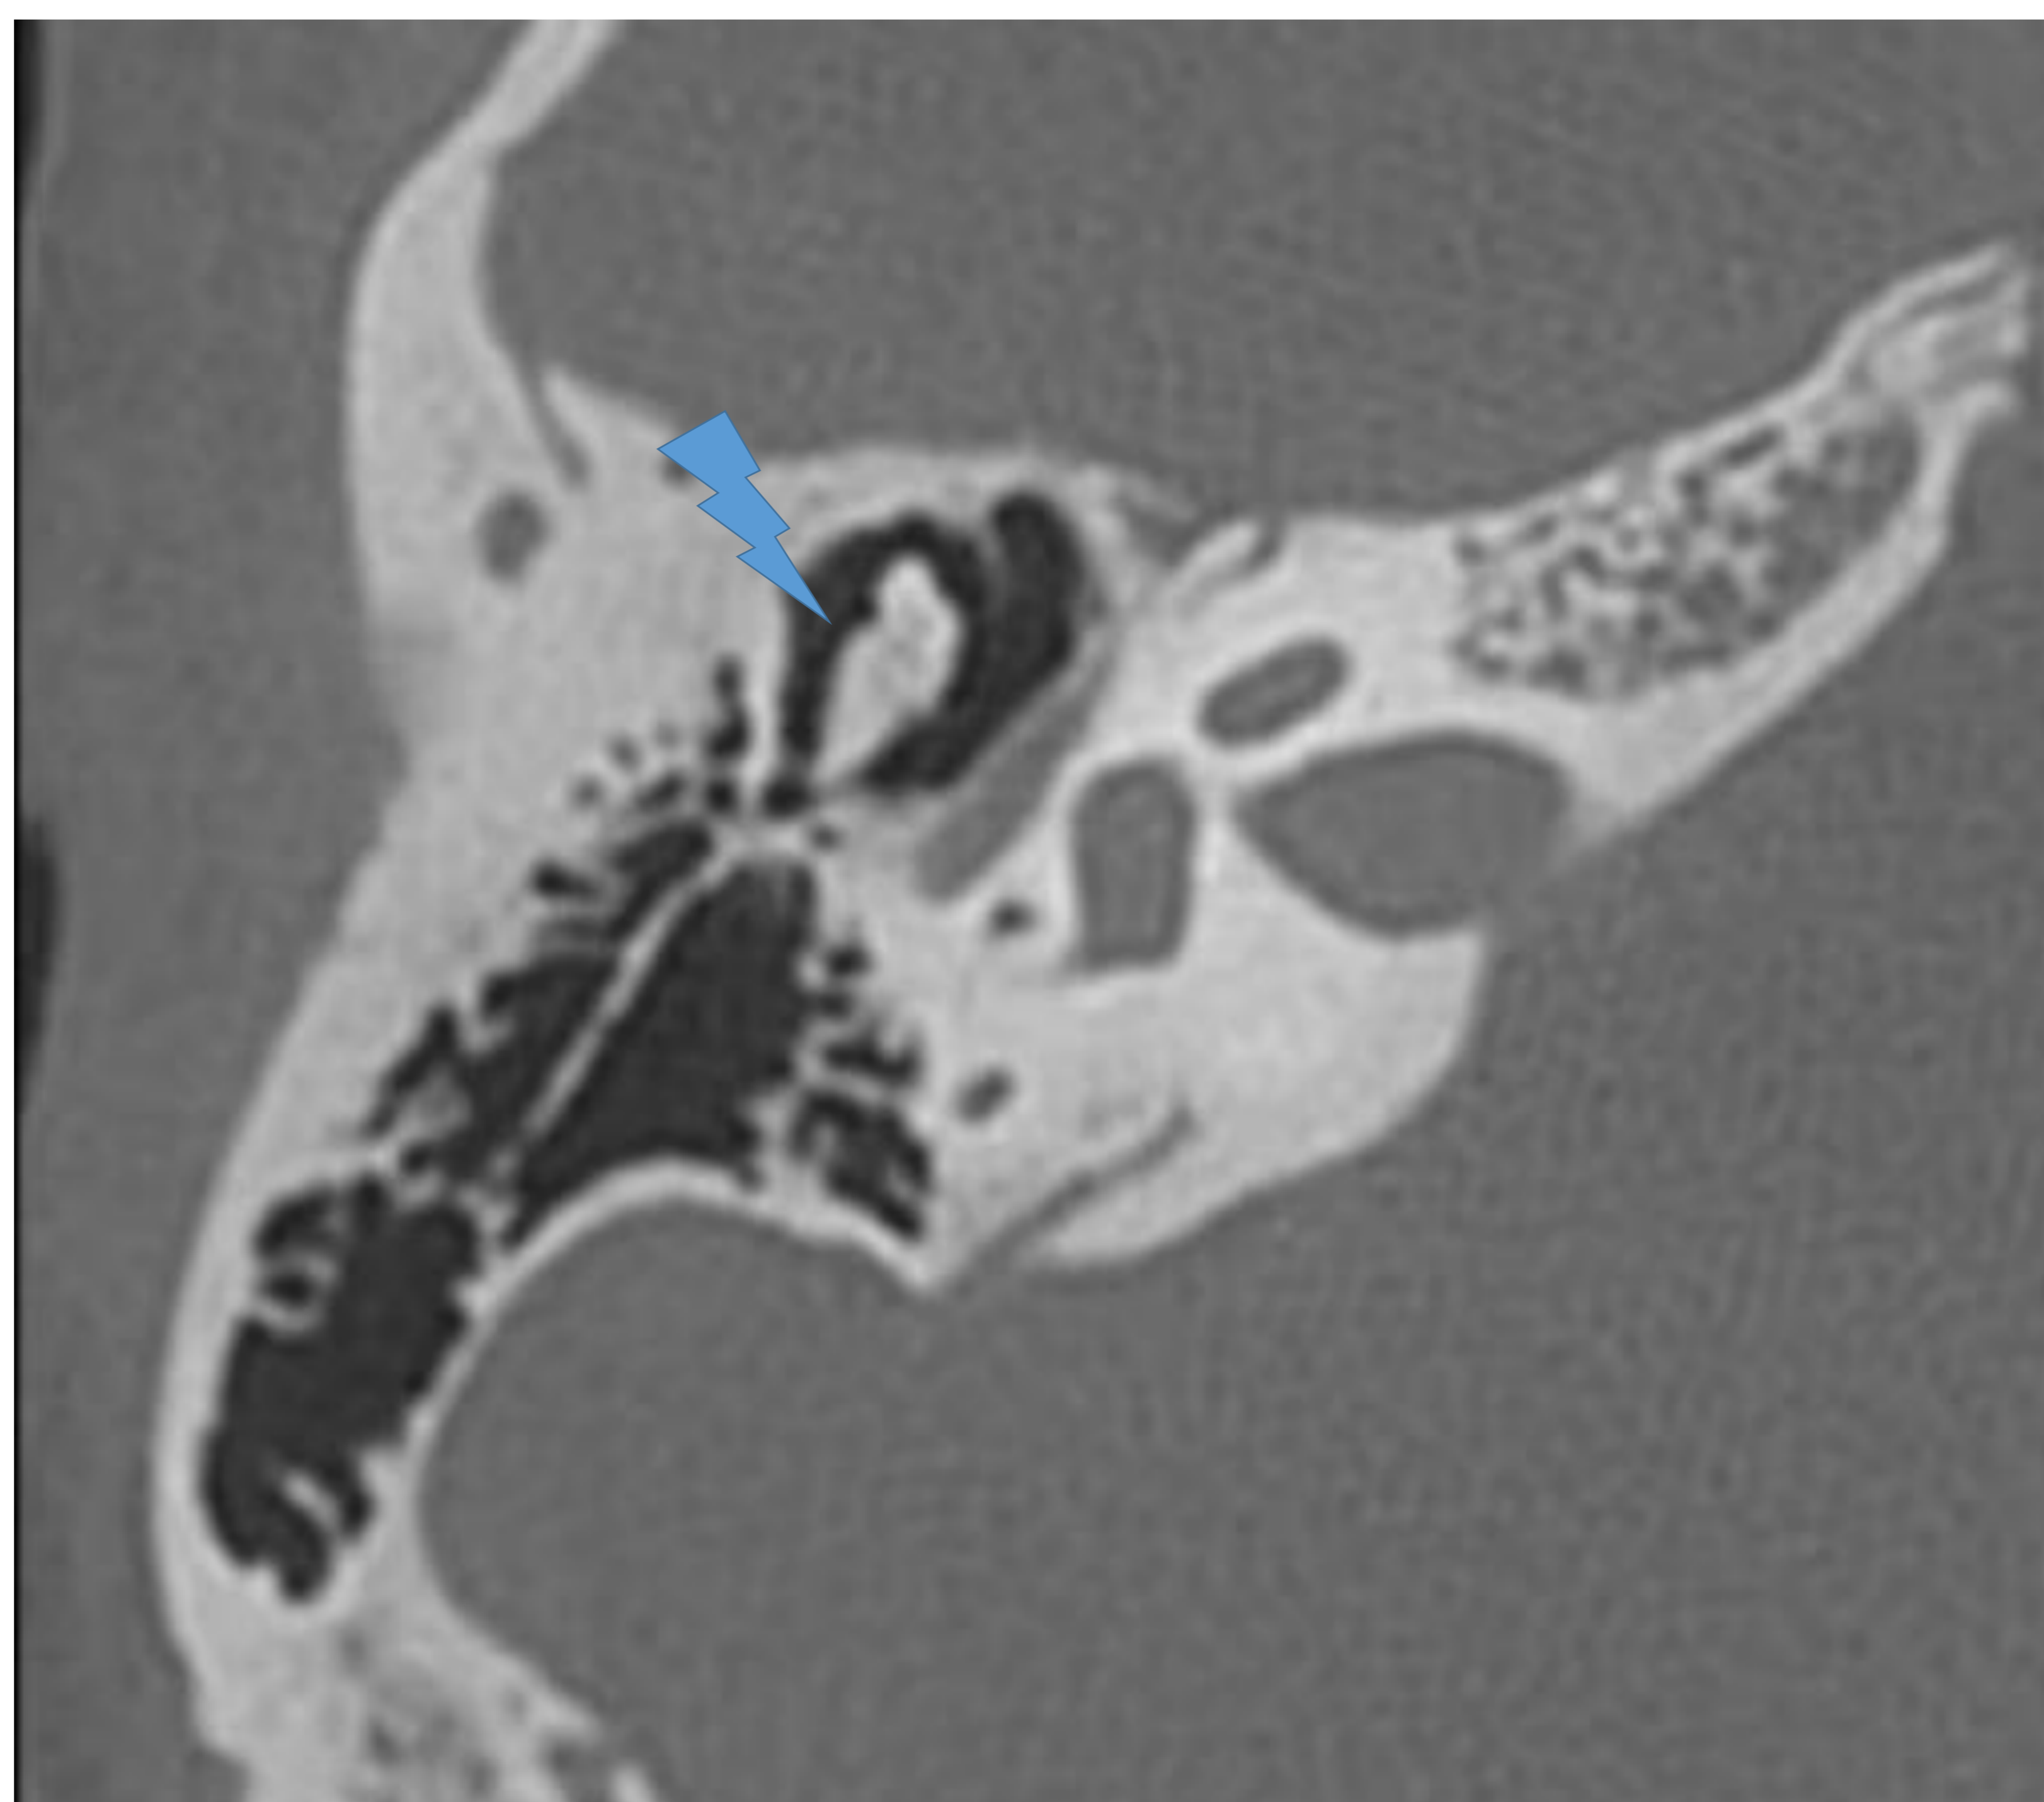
Corte axial TC: Articulación incudomaleolar
